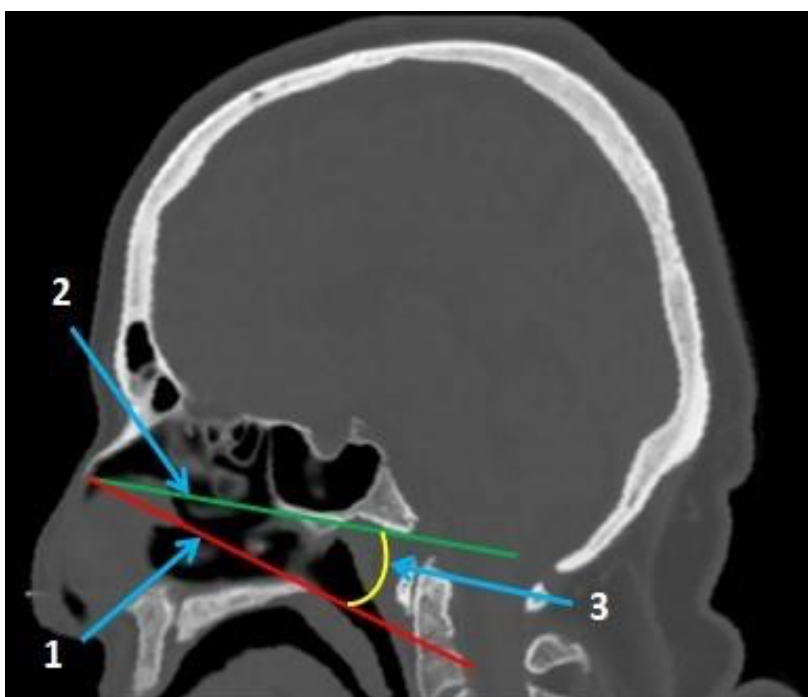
КТ одного из пациентов, на основании которой рассчитывались углы операционного действия:
